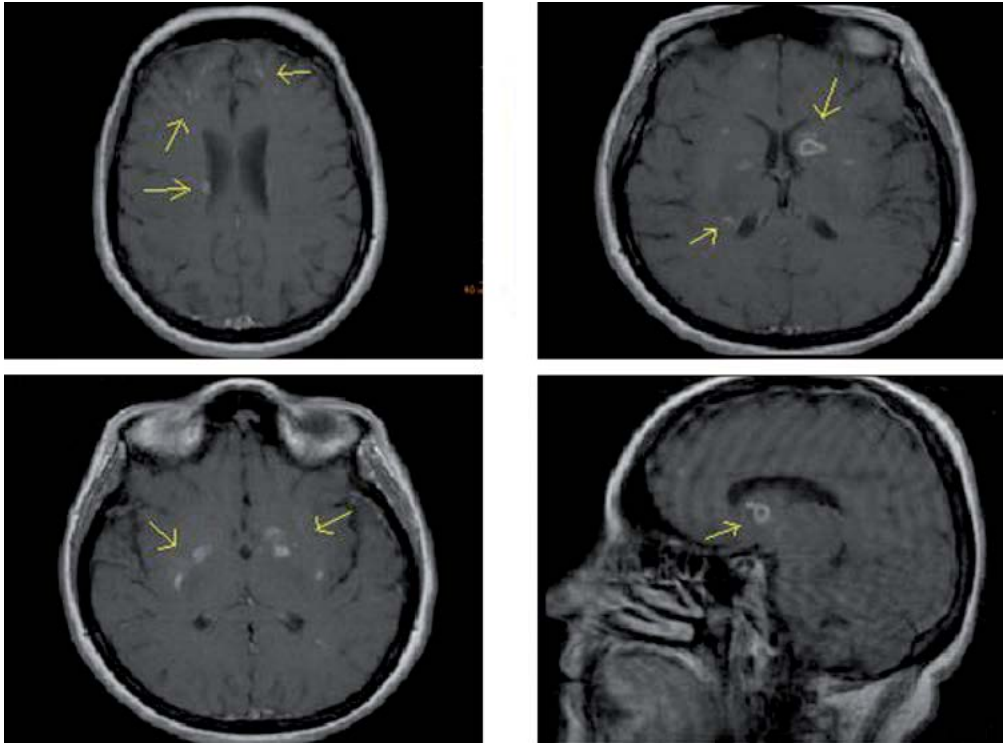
RMN de cráneo con gadolinio donde se aprecian abscesos cerebrales múltiples bilaterales, algunos con clara captación en anillo de contraste (fechas).
